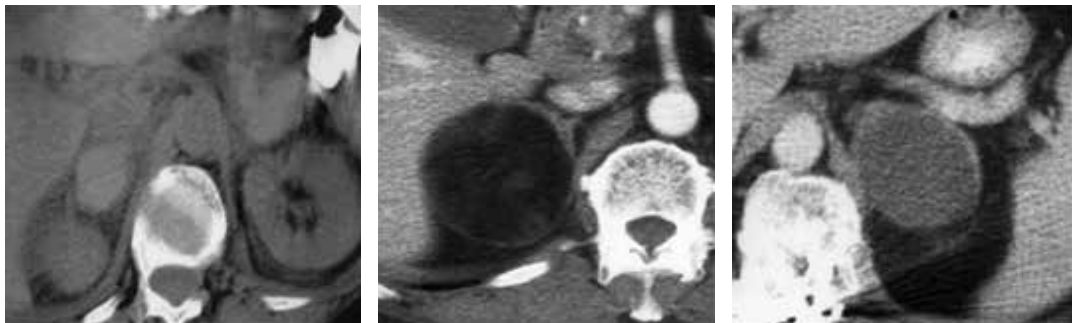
En la primera imagen se aprecia una lesión sugestiva de hematoma, por su alta densidad en la TC sin contraste, en la imagen del centro se aprecia una lesión compatible con mielolipoma y la última imagen se aprecia una lesión compatible con un pseudoquiste.
